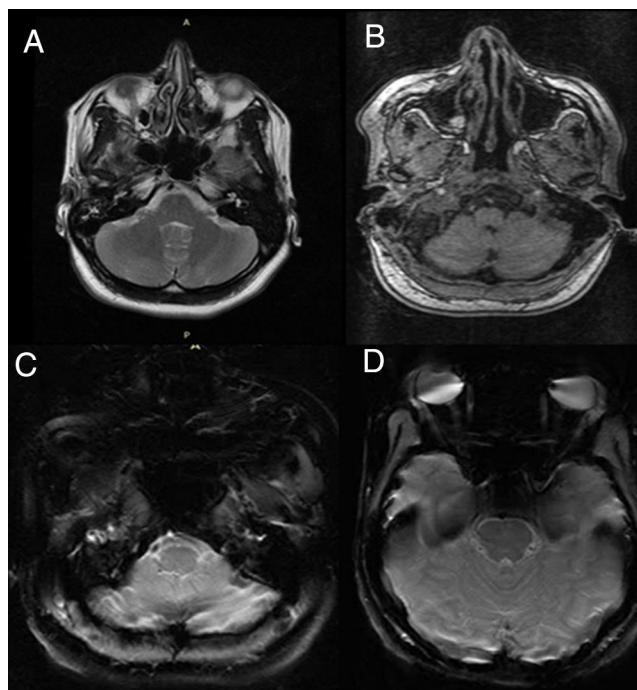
Resonancia magnética cerebral: A). Lesiones isquémicas en estadio agudo en territorio de arterias cerebelosas superiores bilaterales. B). Lesiones isquémicas en estadio agudo en folias cerebelosas en ala de lobulillo central derecho C-D). Lesiones isquémicas en estadio agudo en lóbulo cuadrado anterior izquierdo sin transformación hemorrágica.
